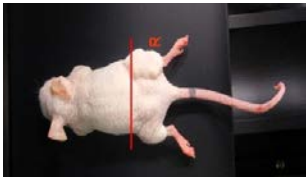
Iodine 조영제가 주입된 실험 쥐. 빨간색 선은 복원 CT 영상의 단면.
